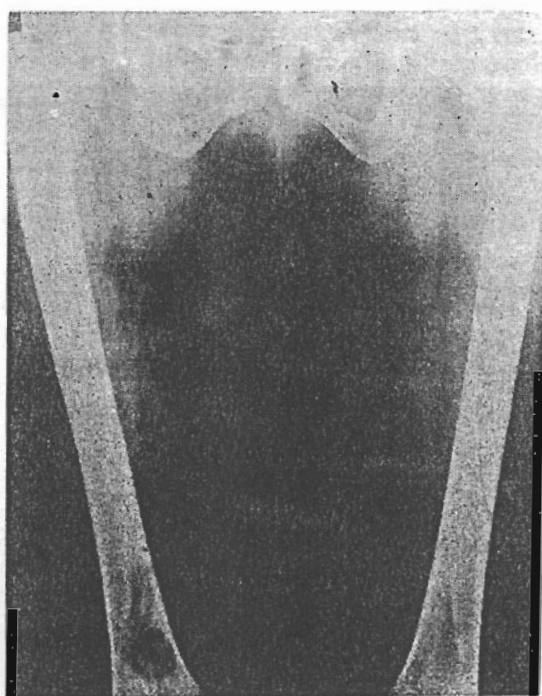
Radiografia dos fêmures de frente que mostra várias zonas de osteólise, a maior das quais junto ao joelho direito.
